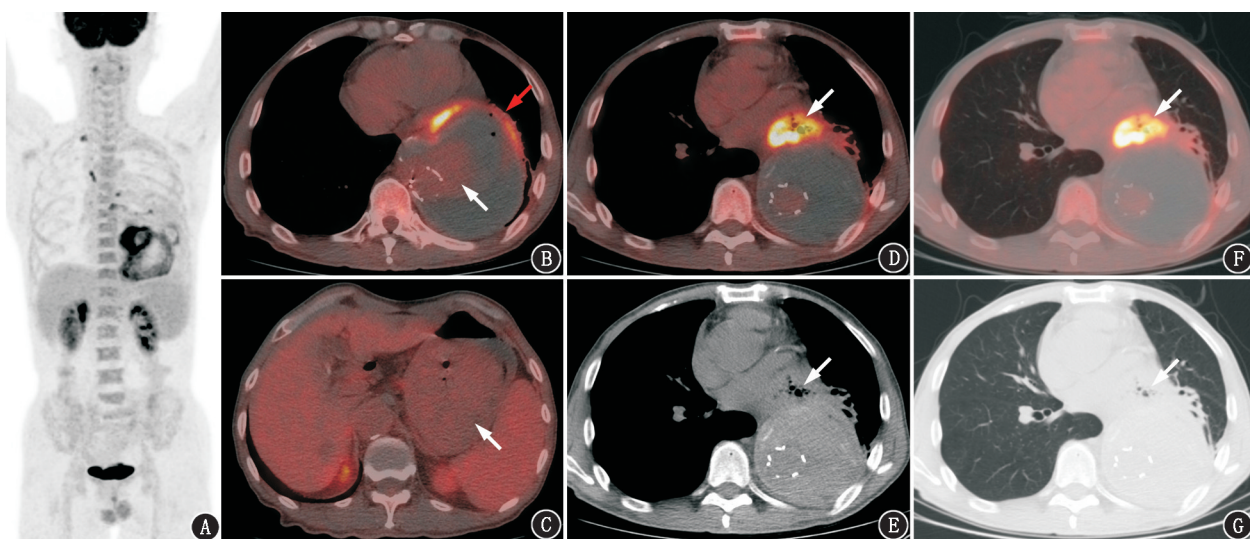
主动脉夹层支架置入术后纵隔病变患者(男,60岁)<sup>18</sup>F-脱氧葡萄糖(FDG)PET/CT显像图。A. PET最大密度投影图可见纵隔内多发代谢增高灶,中央骨髓代谢弥漫增高,脾代谢增高;B.横断层PET/CT图像示主动脉支架置入术后改变,胸主动脉增宽并见真假腔形成,假腔内内容为混杂密度,局部可见少量气体密度影,大部分呈放射性缺失区,但支架远端周围假腔内见片状放射性增高区(白箭头示),且与胸主动脉血池相通,胸主动脉瘤假腔下部前缘壁代谢增高(红箭头示);C.横断层PET/CT图像示胃充盈佳,胃内容物见放射性分布且与血池相当(箭头示);D~G.横断层PET/CT图像及同机CT示纵隔内代谢增高的不规则软组织密度影,边界不清,内伴多发气体密度影(箭头示)
